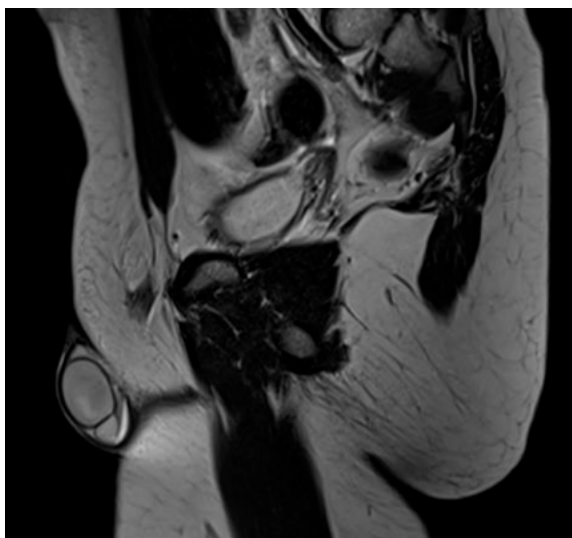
Resonancia magnética pélvica.
